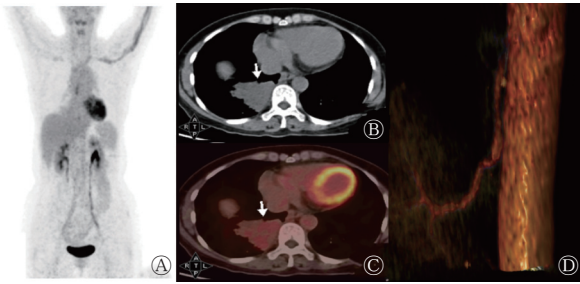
肺隔离症患者(女性, 52岁)的 ^{18}F -FDG PET/CT 显像图 A 为最大密度投影图; B、C 分别为胸部 CT 横断面纵隔窗图和 PET/CT 横断面融合图, 示右肺下叶、脊柱旁可见最大截面积约为 $7.6\text{ cm}\times 5.2\text{ cm}$ 的软组织密度影(箭头所示); CT 值约为 35.4 HU , $\text{SUV}_{\text{max}}=2.77$; D 为 CT 三维重建血管成像图, 可见起自胸主动脉的异常供血动脉。FDG 为氟脱氧葡萄糖; PET 为正电子发射断层显像术; CT 为计算机体层摄影术; SUV_{max} 为最大标准化摄取值
